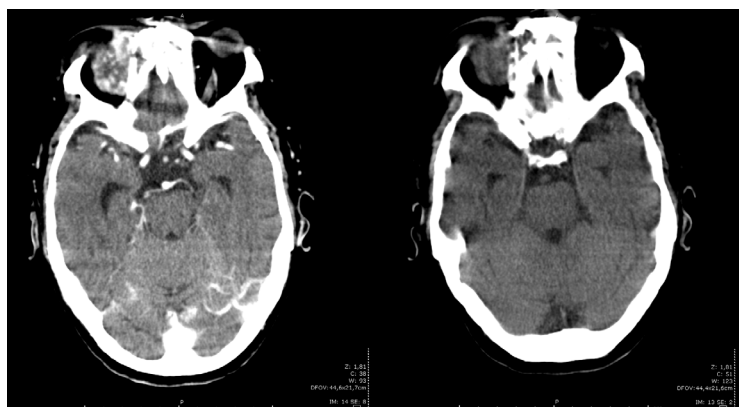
Head CT displaying bone destruction on the roof of the right orbit.
